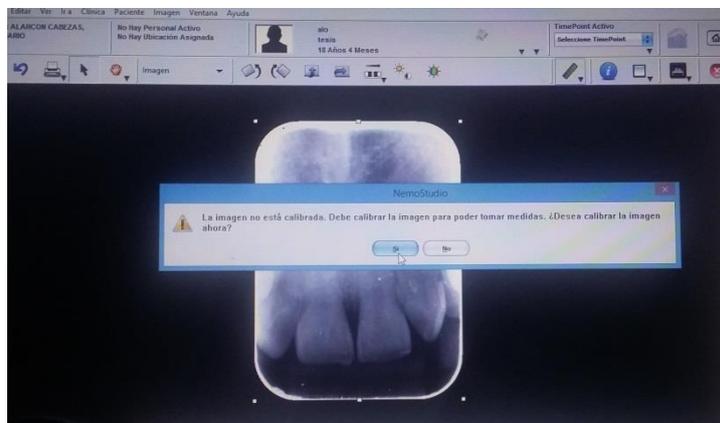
Rx. Periapical digitalizada
